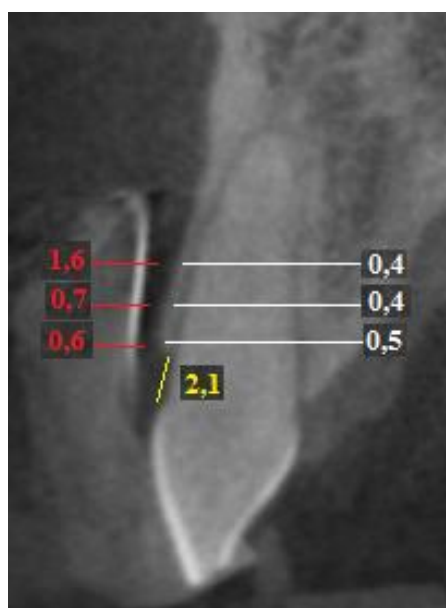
КТ поперечного среза зуба 2.1. Измерение толщины наружной кортикальной пластинки (белые линии), кератенизированной десны (красные линии) и расстояния от эмалево-цементного соединения до вершины наружной кортикальной пластинки (желтая линия).
